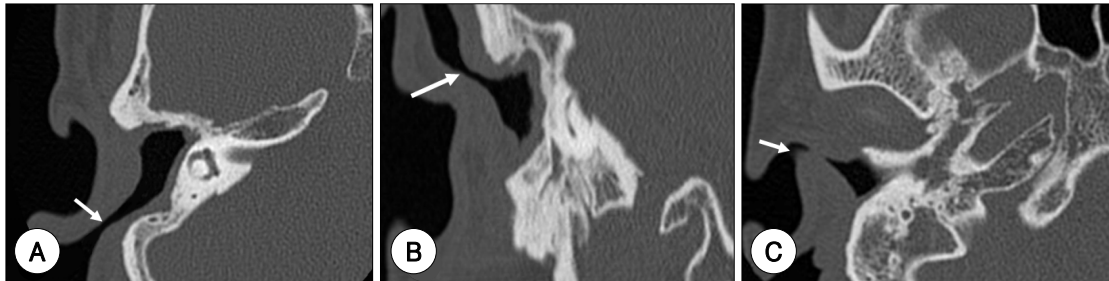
Preoperative axial (A) and coronal (B) view of the temporal bone computer tomography shows the right posterior auricular fistula (white arrow). (C) Right external auditory canal narrowing (white arrow).
